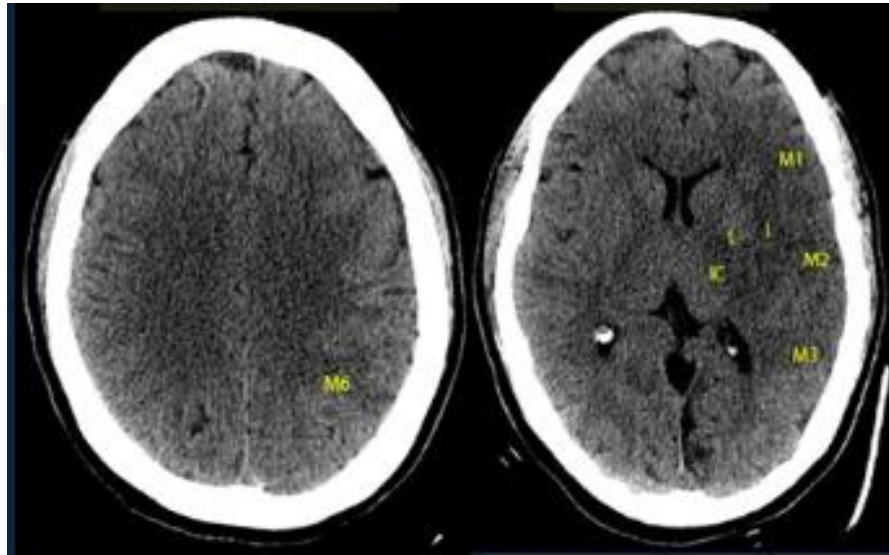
Tomografía computada en donde se muestra 7 regiones con pérdida de la diferenciación de la sustancia gris-sustancia blanca de lado izquierdo, con un puntaje de 3 en la escala de ASPECTS. Tomado de RadioGraphics 2017; 37:1605–1606.
